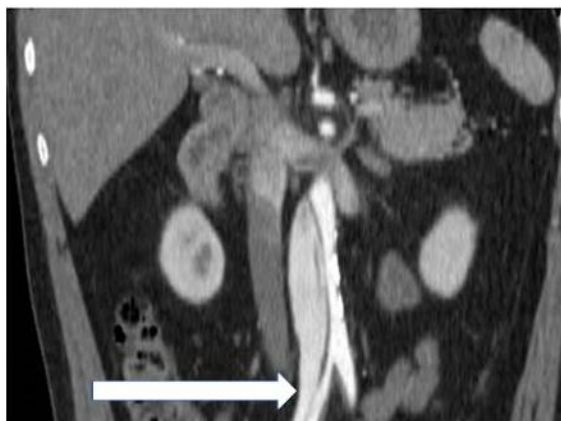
Компьютерная томография брюшной полости с контрастным усилением на которой представлена динамическая обструкция правой общей подвздошной артерии (отмечена стрелкой).
